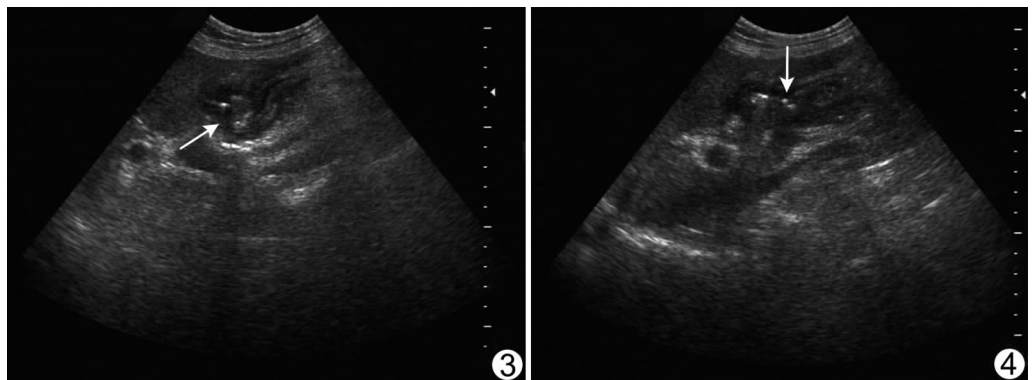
胆囊与十二指肠粘连 超声见粘连部管壁变薄、回声减低、隐约可见部分缺损(箭) 图 4 十二指肠肠腔部分造影剂经瘘口进入胆囊(箭)
